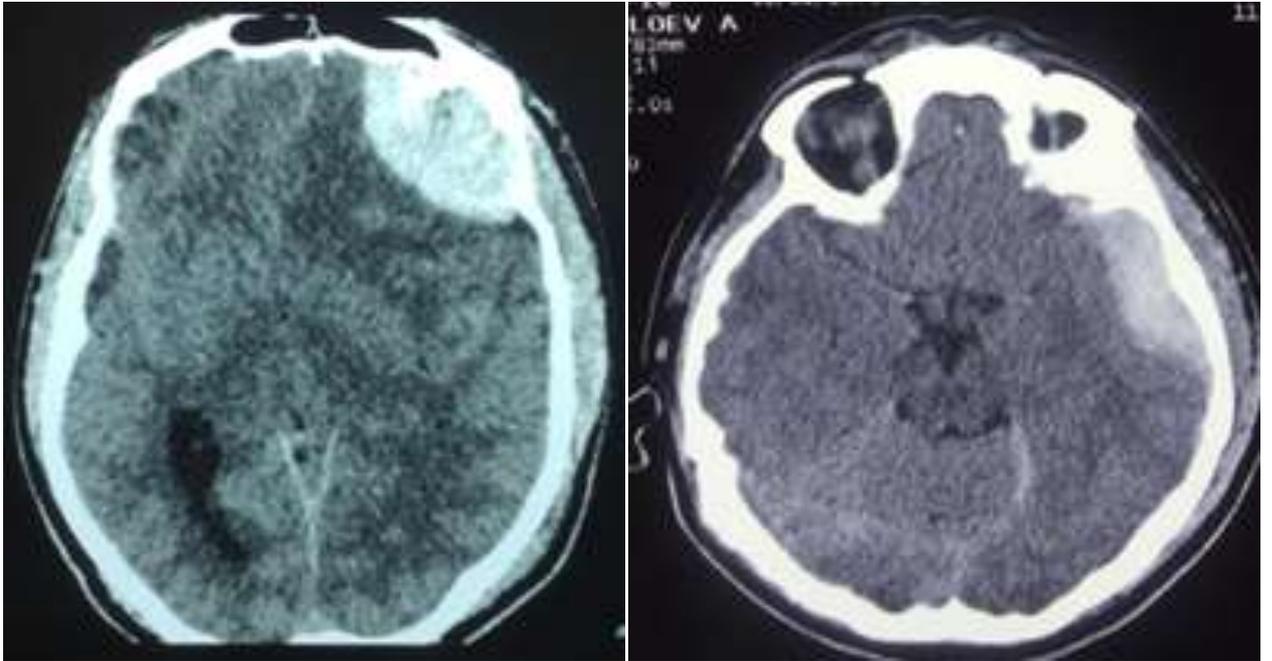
КТ. Диффузно-аксиальные повреждения головного мозга. На аксиальном срезе в проекции лобной доли слева отмечается субдуральная гематома. На аксиальном срезе в проекции височной доли слева отмечается эпидуральная гематома
